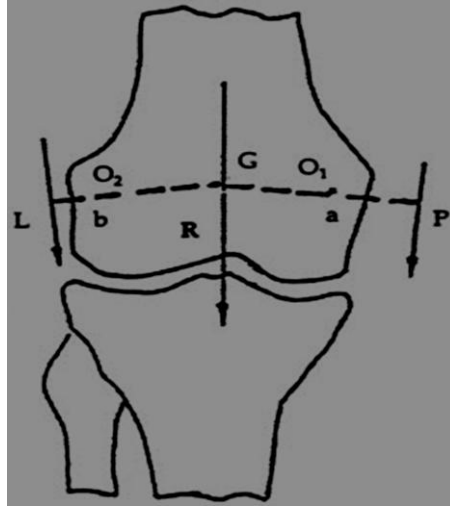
Zorlamasız grafide ölçümler(32)
